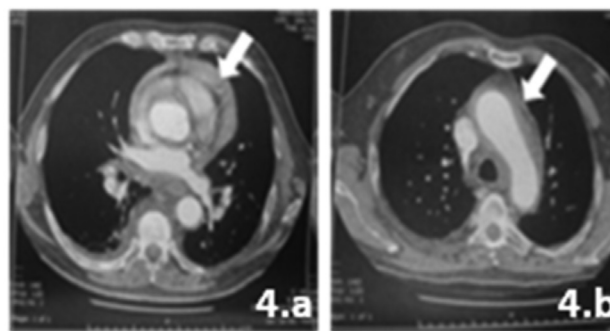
Tomografia computadorizada de tórax mostrando na seta. 4a - Derrame pericárdico. 4b - Borramento da gordura mediastinal e espessamento irregular não aterosclerótico.
